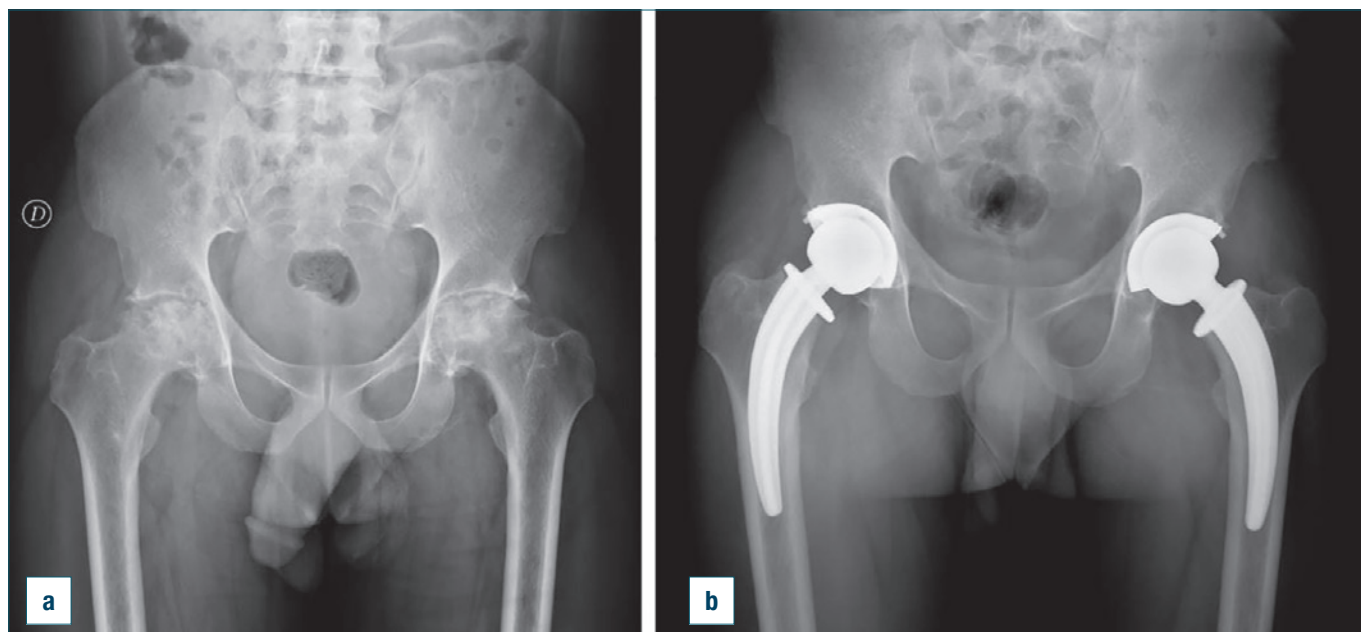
Analisi radiografica pre (A) e post- operatoria (B) del caso in esame. Il paziente è giunto alla nostra osservazione al grado 4 bilaterale, secondo la classificazione di Arlet-Ficat.
